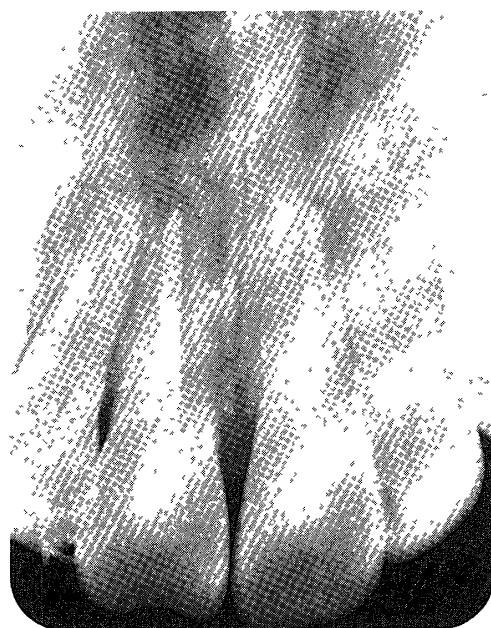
Radiograph (after 8 months) showing temporary root canal fillings with gutta-percha point and calcium hydroxide at 21mm of a working length
